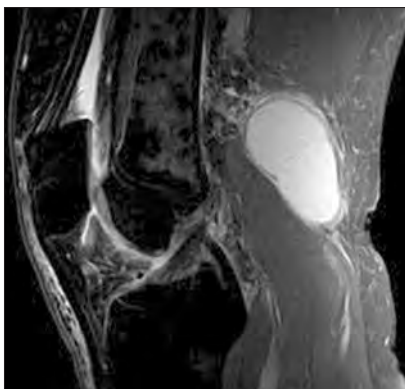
МРТ правого коленного сустава больной М., 61 года, сагиттальная плоскость. Умеренное увеличение количества жидкости в полости сустава. Отмечается отек синовиальной оболочки передней и задней крестообразных связок
